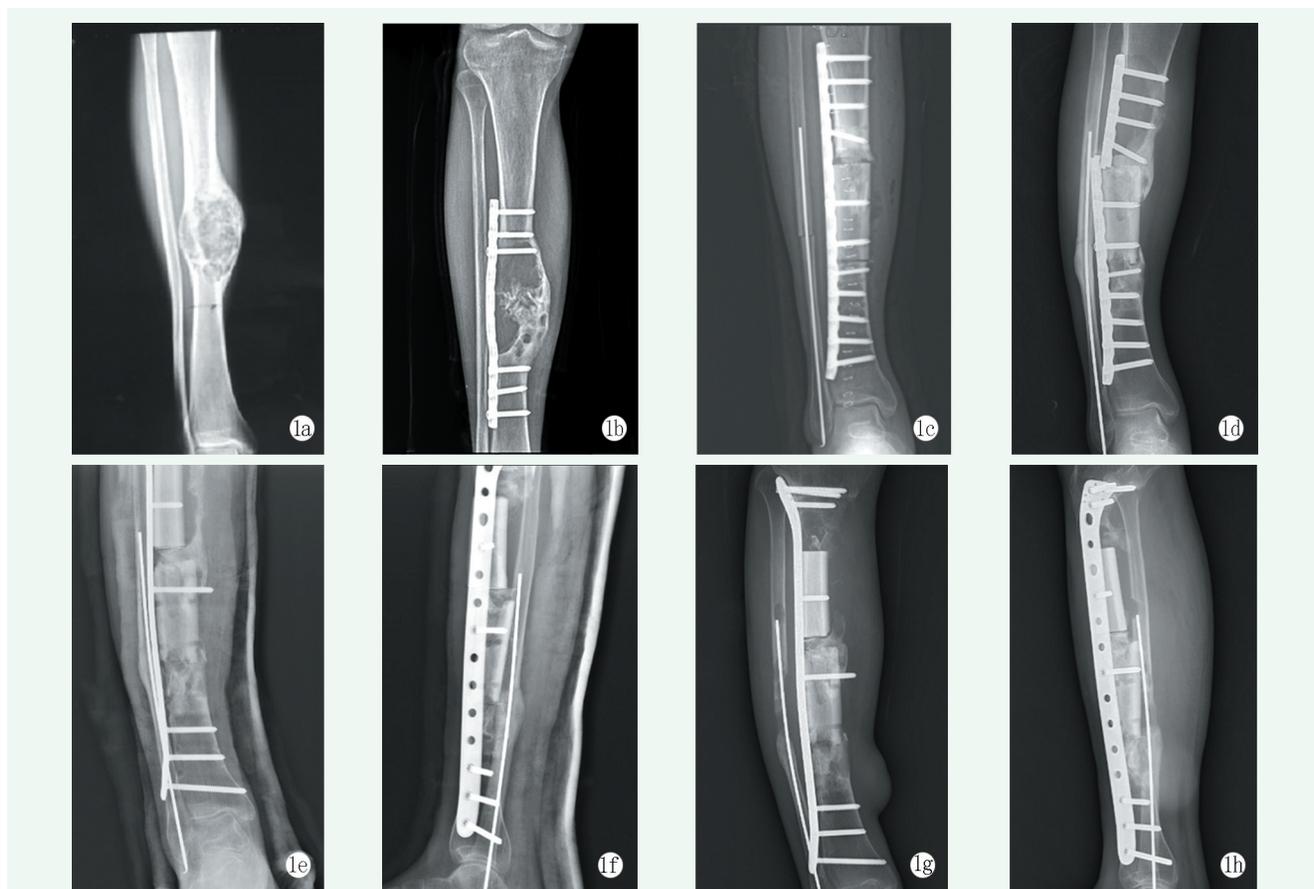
患者，男，60岁 1a: 胫骨正位X线片示胫骨中段肿瘤大小约5 cm×4 cm，偏心膨胀性破坏骨质 1b: 初次术后14个月后肿瘤复发，肿瘤周围骨破坏、骨吸收明显并向胫骨近端蔓延 1c: 首次复发肿瘤切除+同种异体骨肢体重建术后正位X线片表现 1d: 首次复发术后3年内固定断裂，肿瘤复发、骨质破坏范围扩大 1e, 1f: 二次复发行肿瘤切除植骨重建术后正侧位X线片表现 1g, 1h: 二次复发术后8个月X线片示肿瘤复发，胫骨近端骨质破坏，腓骨髓腔处可见骨质破坏影，未见明显骨痂形成
